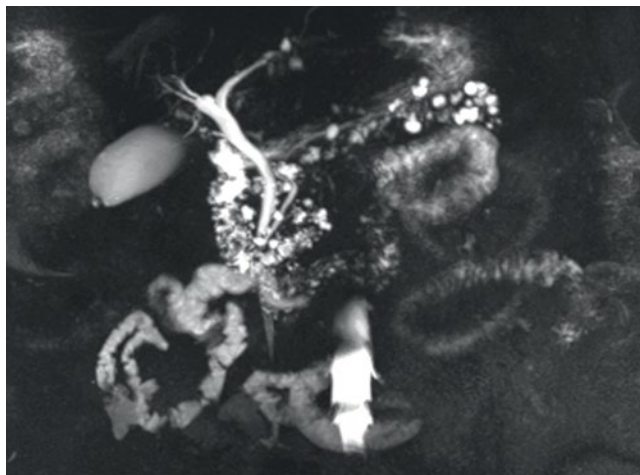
МРТ-ХГ IPMN боковых ветвей
